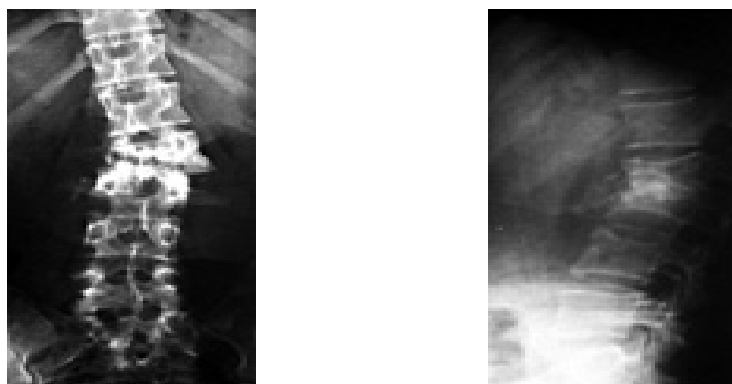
腰椎结核（即成人腰椎正侧位平片，可见腰2~3椎体变扁、塌陷，骨质密度不均匀，相应椎间隙狭窄）
